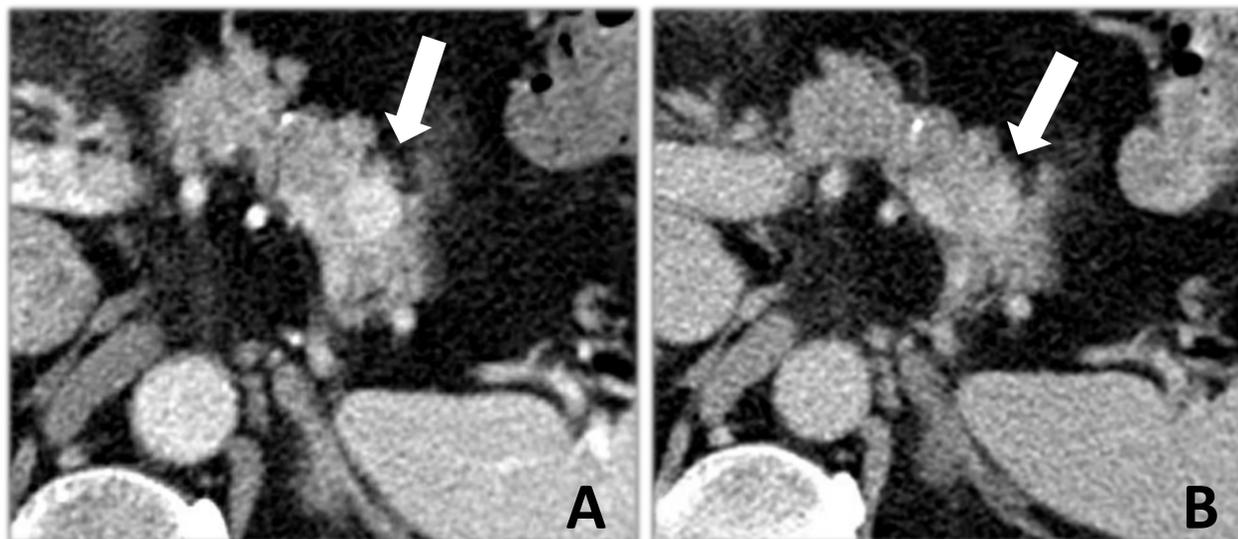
Imagen de TC en plano axial, fase portal. Lesión nodular hipervascolar en la cola del páncreas.
